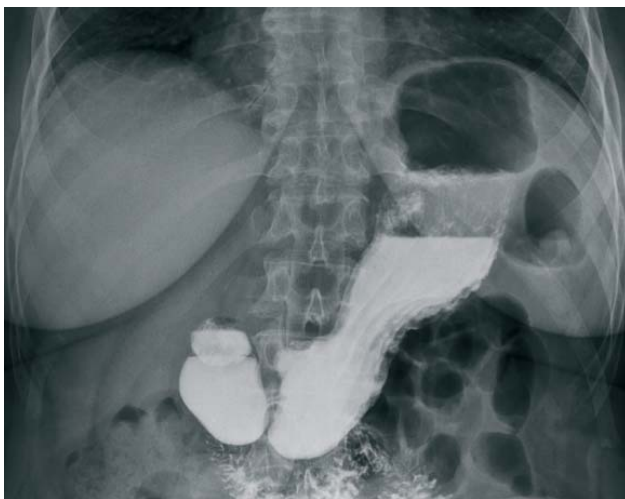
Radiografia stomacului cu substanță de contrast. Ulcer gastric. Nișa cu localizare pe curbura mică.
